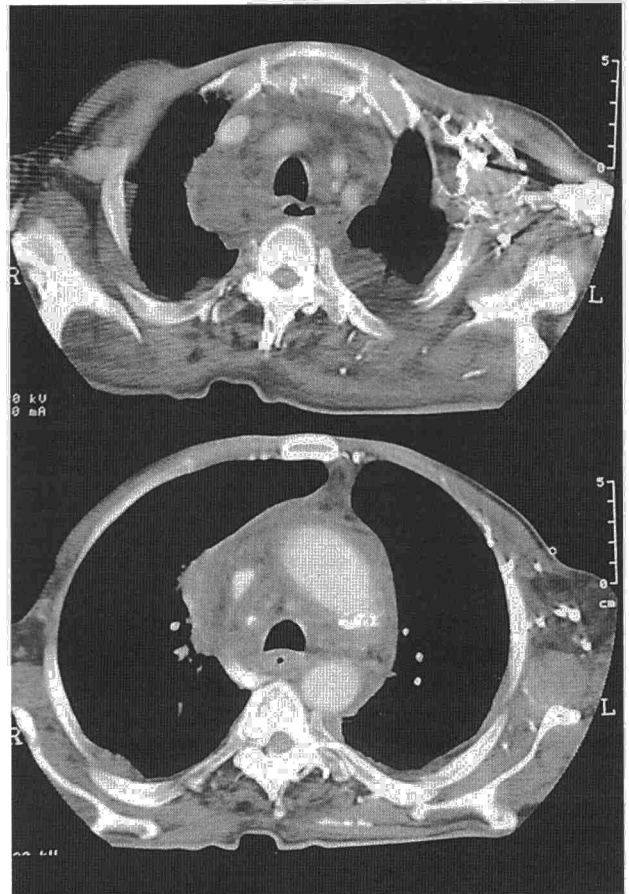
TAC torácica con contraste. Ensanchamiento líquido mediastínico.
